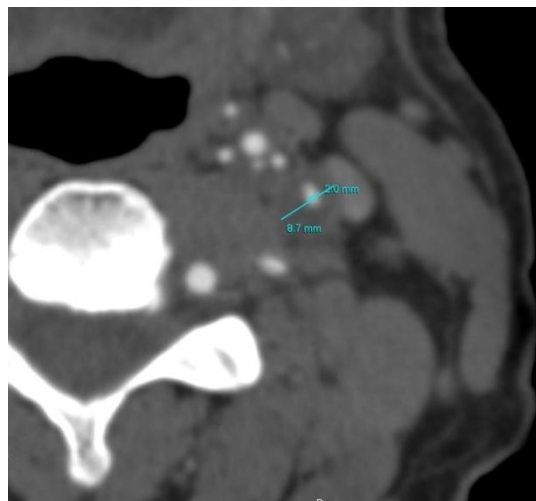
Imagen de estenosis crítica de carótida interna en un corte transversal de una tomografía computarizada.
